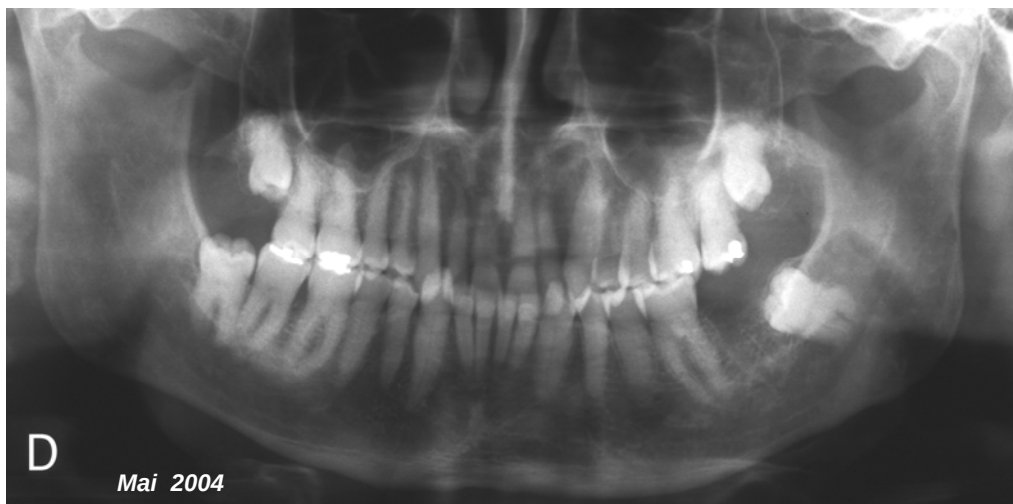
Orthopantomogramme réalisé lors de la 1^{ère} consultation après la perte spontanée de la 37. Il montre une denture complète, excepté la 37. On note l'absence de foyers infectieux parodontaux et apicaux.
